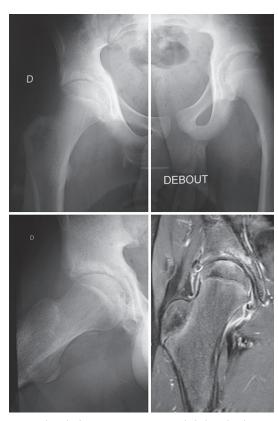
Chondrolyse post-traumatique de la hanche droite. Radiographie et image IRM 6 mois après traumatisme par chute latérale à haute énergie.
